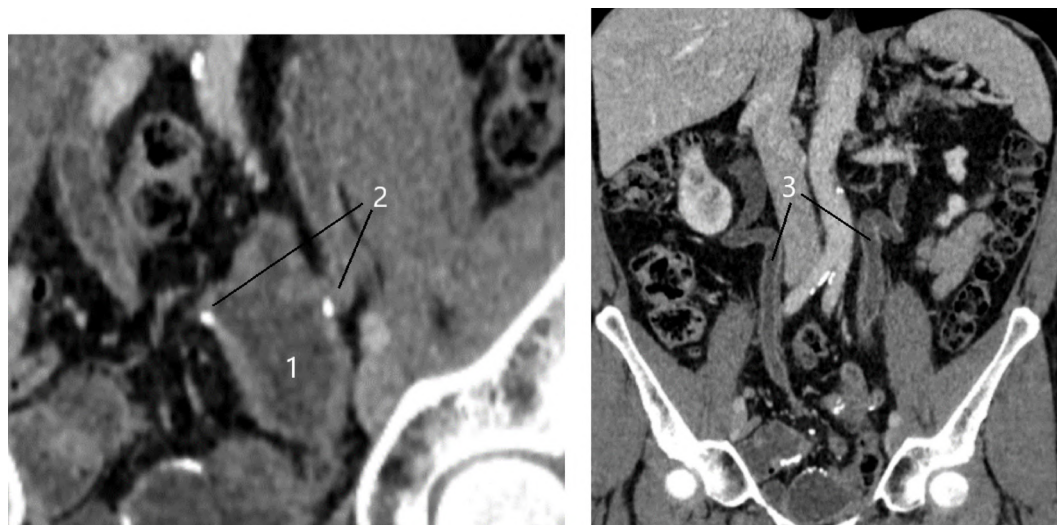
Предоперационная КТ в режиме урографии — билатеральная стриктура УИА: 1 — ортотопический резервуар по Штудеру; 2 — стриктуры УИА; 3 — билатеральный гидроуретер
